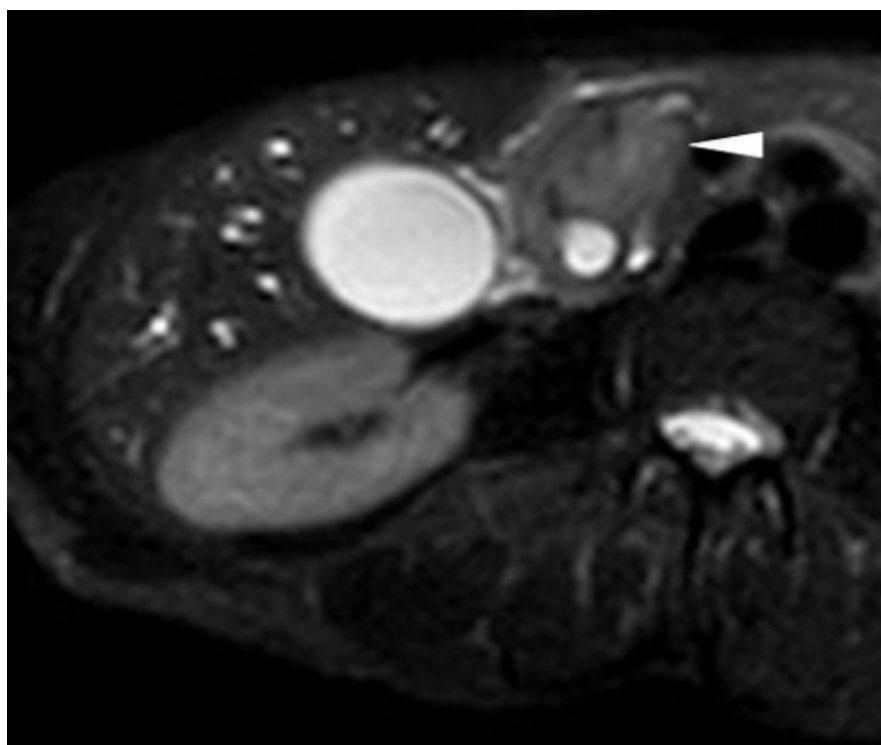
МРТ до операции. T2-взвешенное изображение. Объемное образование с равномерным усилением сигнала размером 3.5 см в головке поджелудочной железы
